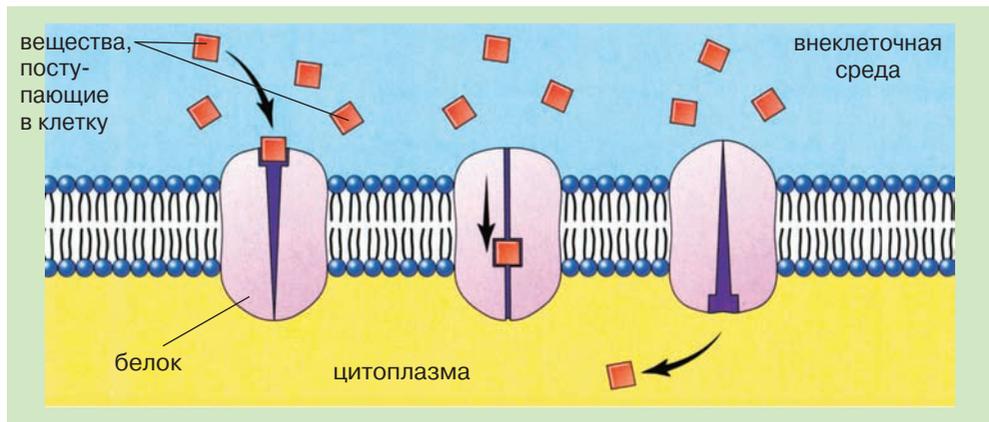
Облегченная диффузия. Только после взаимодействия с белком мембраны вещество поступает в цитоплазму
